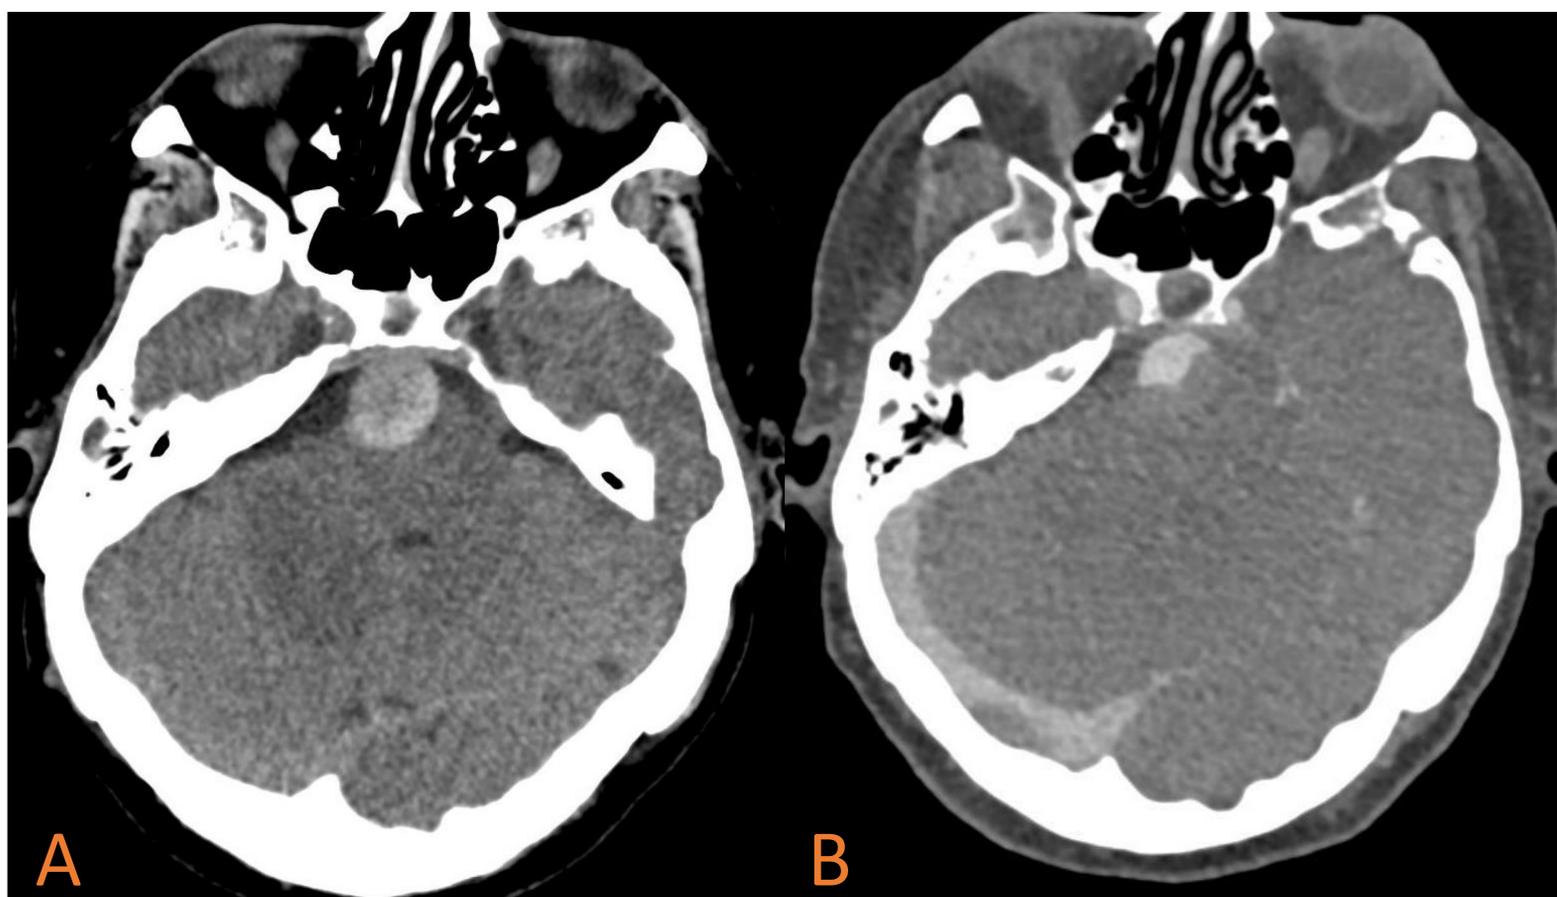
Cortes axiales de TC simple (A) y angioTC (B) de cráneo a nivel de la protuberancia. A,B. La arteria basilar tiene un diámetro de 21mm y presenta un área de mayor atenuación con morfología de semiluna en el estudio sin contraste, que concuerda con una trombosis parcial de la luz en el angioTC.
